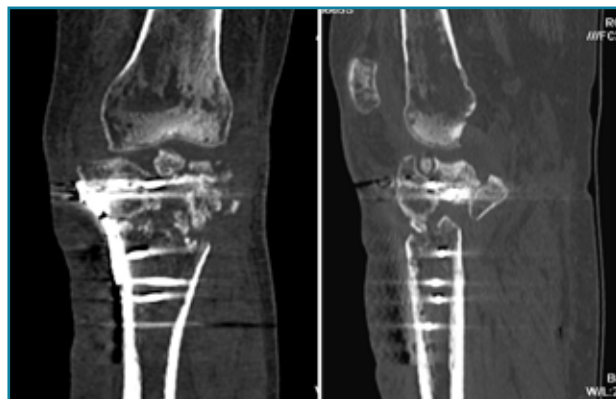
Corte de reconstrucción coronal y sagital de tomografía axial computarizada de rodilla: fractura metafisioepifisaria tibial sin consolidación después de 6 meses.
